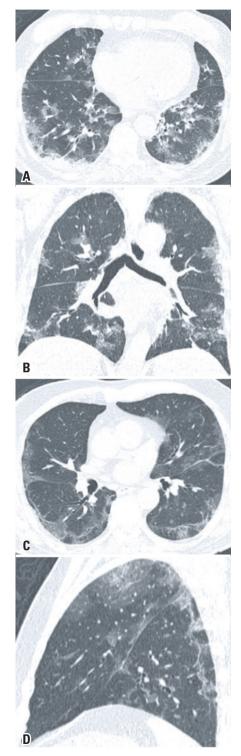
Imagens axial (A, C), coronal (B) e sagital (D) de tomografia computadorizada de tórax, retratando achados pulmonares comuns da COVID-19
